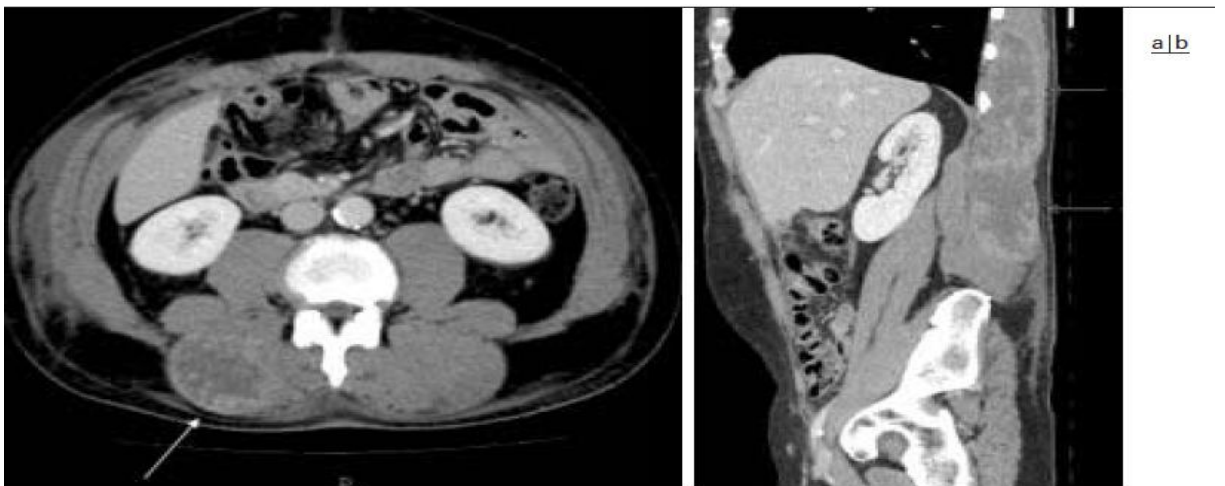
TDM postopératoire. Tuméfaction et rehaussement hétérogène, isolant des zones nécrotiques, des muscles érecteurs du rachis.
